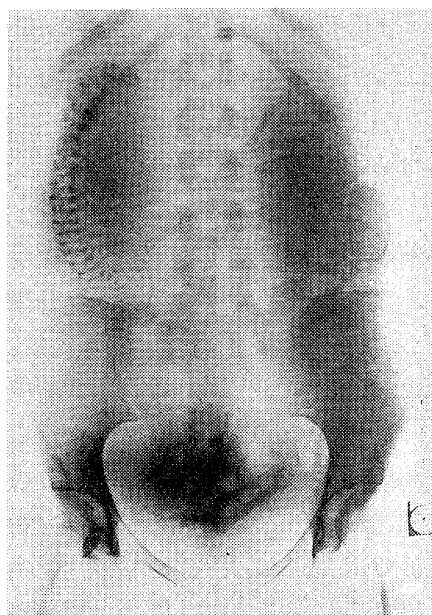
双胎での鉤合 interlocking を示す単純X線写真
